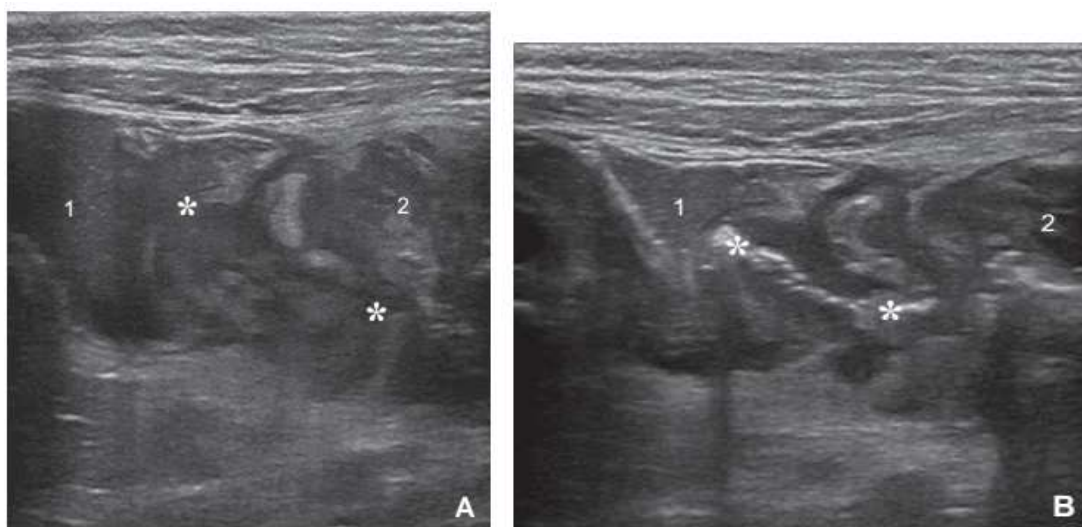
Échographie : fistule et abcès dans le cadre d'un Crohn. [88] :
